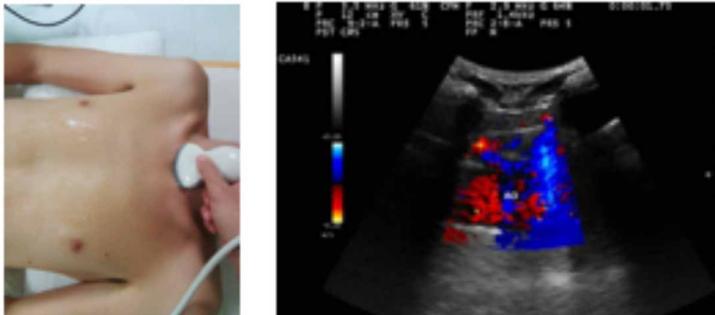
Acceso supraesternal. Proyección coronal. A: Colocación de la sonda. B: Se observa el arco aórtico (AO) con la doble coloración en el Doppler color.
